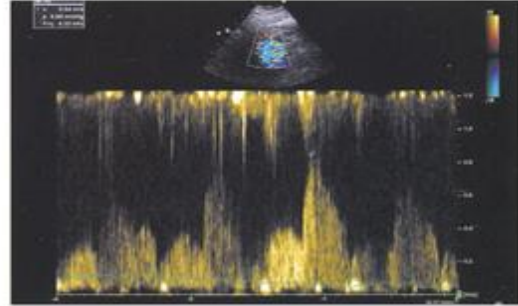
Η διάμετρος του πρόσθιου κατιόντα παραμένει αμετάβλητη πριν και μετά από χορήγηση αδενοσίνης ($3,1 \pm 1$ mm) επιβεβαιώνοντας τη δράση της αδενοσίνης μόνο στη μικροκυκλοφορία. Στο κάτω μισό της εικόνας απεικονίζεται η κυματομορφή της ταχύτητας ροής του αίματος στον πρόσθιο κατιόντα με το παλμικό Doppler. (Τροποποιημένη από βιβλιογραφική αναφορά 298).
